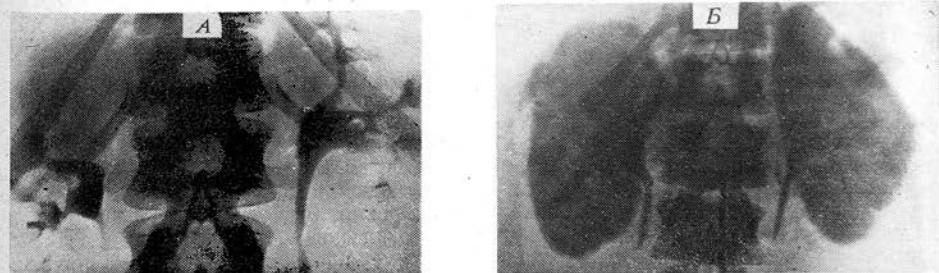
Рентгенограммы поясничной области В., 36 лет. А — по данным инфузионной уrogramмы и бактериологических исследований поставлен диагноз: туберкулезный папиллит обеих почек с преимущественным поражением правой. Длительная антибактериальная терапия оказалась неэффективной, возникло сомнение в форме поражения. Б — нефрографическая фаза почечной ангиографии у этой же больной. Окончательный диагноз: кавернозный туберкулез верхнего сегмента правой почки. Произведена резекция верхнего сегмента правой почки, подтвердившая предоперационный диагноз. Гладкое послеоперационное течение. Выздоровление.
